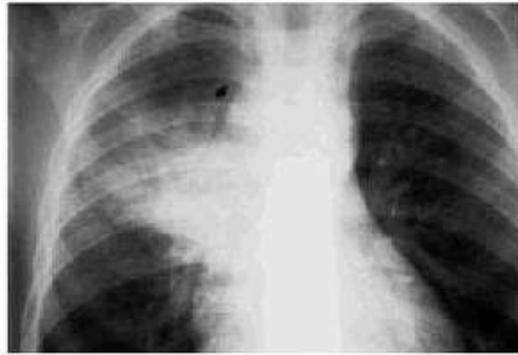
Tuberculosis pulmonar primaria. La radiografía de tórax frontal revela una consolidación parenquimatosa unifocal y adenopatías paratraqueales derechas (flecha negra) y posiblemente hiliares ipsolaterales.
